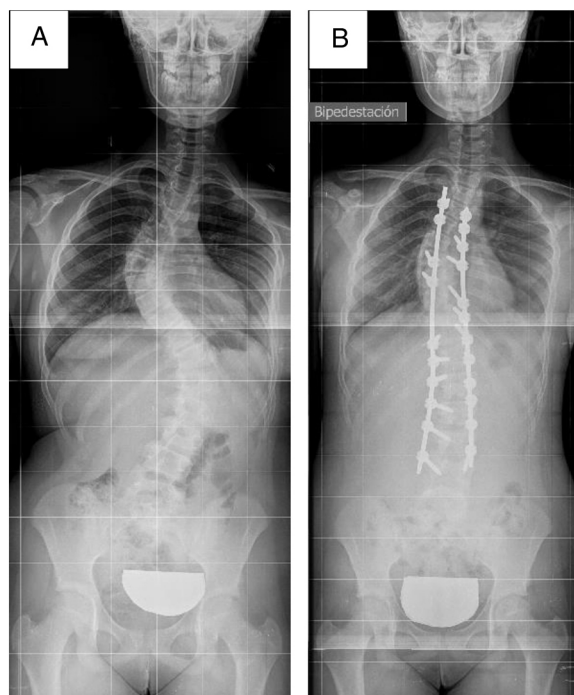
Paciente 1. A) Radiografía posteroanterior preoperatoria. B) Radiografía posteroanterior postoperatoria.
